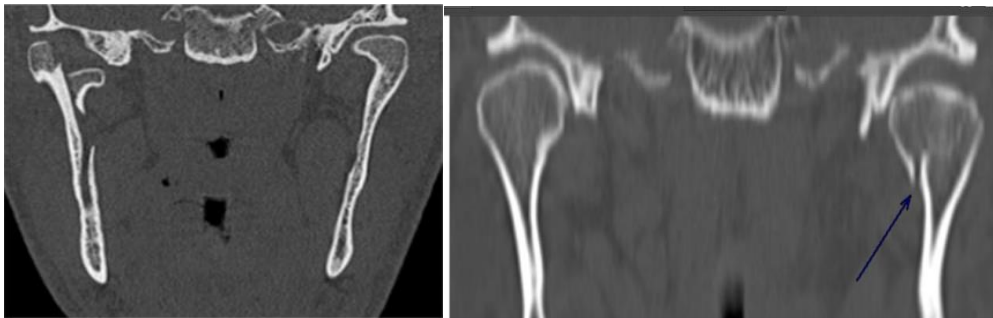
Tomografías coronales en la que se aprecia fractura del cóndilo derecho, la imagen de la derecha muestra fractura condilar del lado izquierdo (18)
